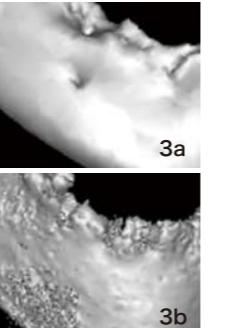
歯科用CTはノイズが多い(a,bは別症例)。
